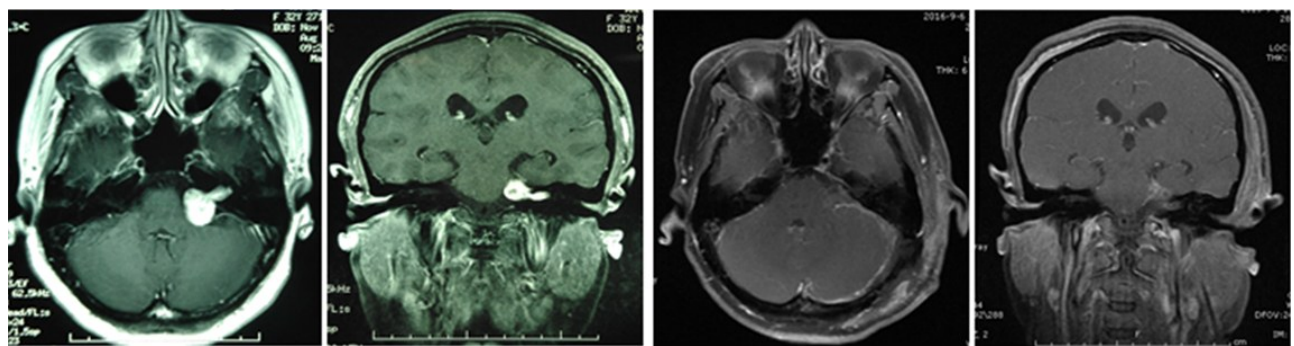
中小型听神经瘤枕下乙状窦后入路锁孔手术前后MRI增强影像
